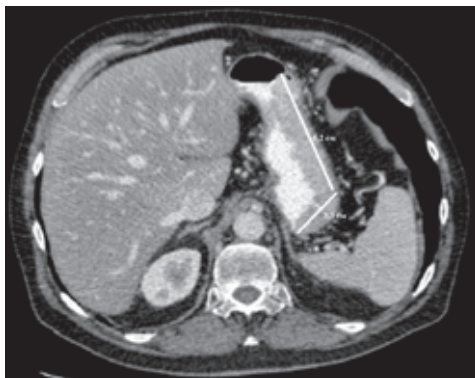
КТ в аксиальной плоскости в венозной фазе сканирования. Циркулярное опухолевое поражение стенок желудка на уровне тела (стрелки)
